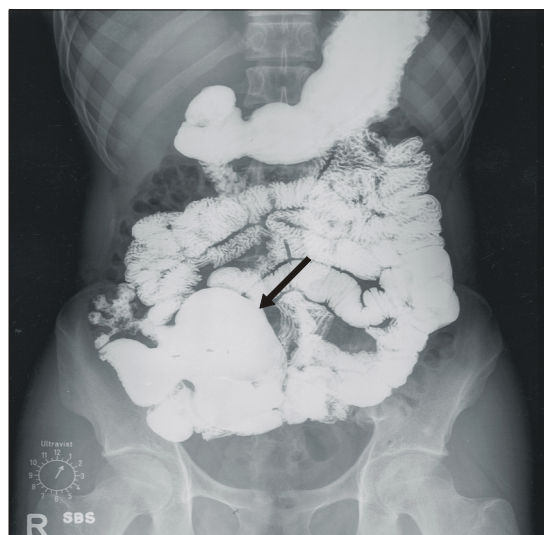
Barium contrast radiography shows focal segmental luminal dilatation in region of terminal ileum (arrow).
